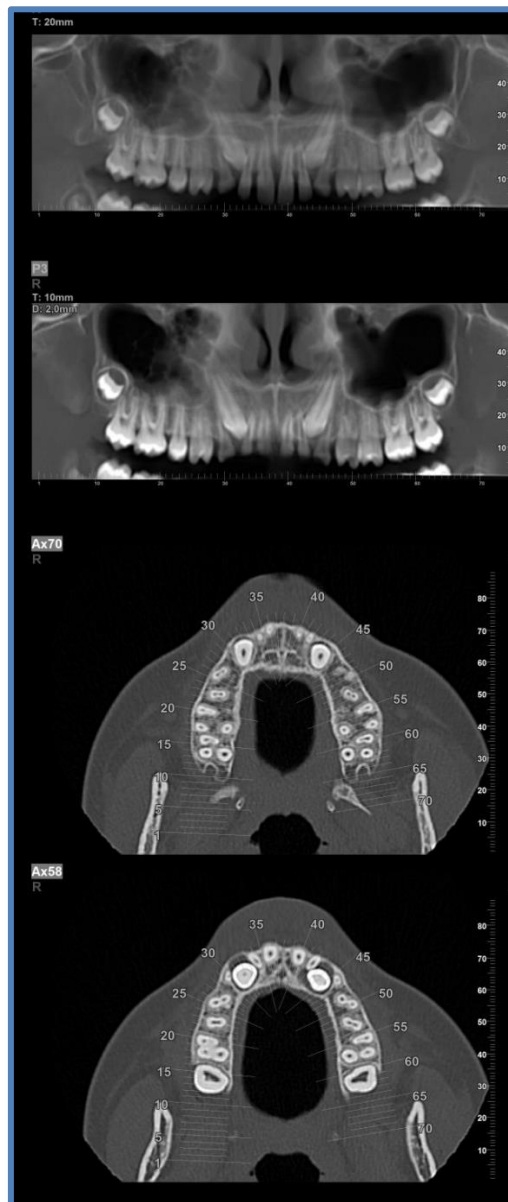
Exploración radiológica con radiografía panorámica.
